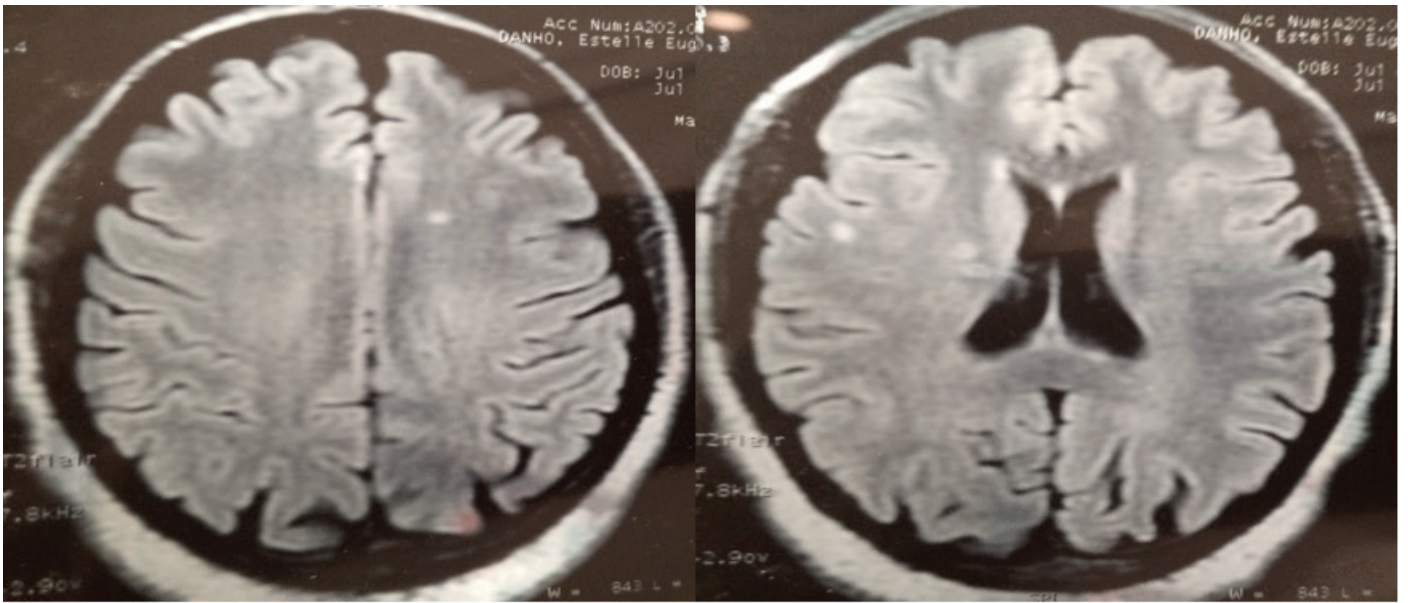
IRM cranio-encéphalique en coupe axiale séquence FLAIR mettant en évidence des hypersignaux sous corticaux et périventriculaire.
